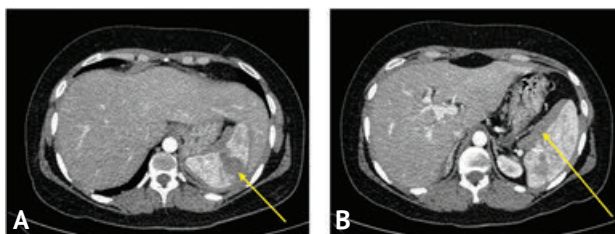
Компьютерно-томографические сканограммы больной М. (1-е сутки). А — дефекты контрастирования паренхимы селезёнки (артериальная фаза); В — субкапсулярная гематома селезёнки (артериальная фаза)
